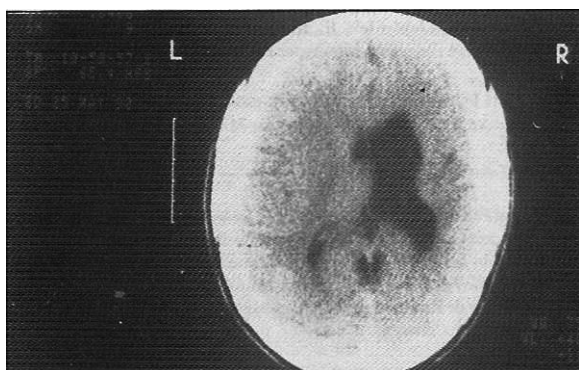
TAC simple de cráneo demostrando menor volumen del hemisferio derecho.
